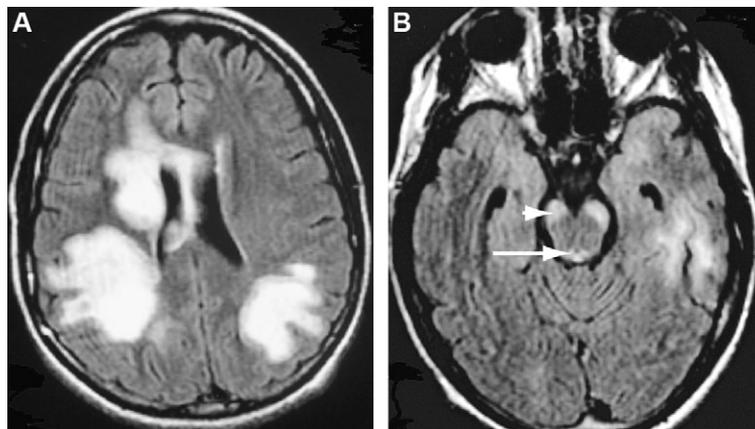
Données IRM dans une forme de Marburg. A. IRM pondérée en séquence T2 montrant de multiples hypersignaux de la substance blanche, parfois confluent, affectant le corps calleux avec peu d'effet de masse. B. Les lésions touchent également le faisceau corticospinal au niveau du mésencéphale (tête de flèche) ainsi que la substance grise périaqueducale (flèche).
